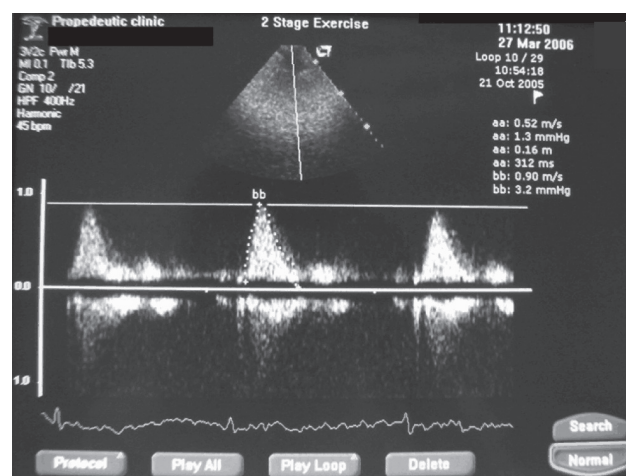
Методика расчета сердечного выброса при помощи эхокардиографии; определение площади под кривой аортального потока, ударного объема и сердечного выброса.
